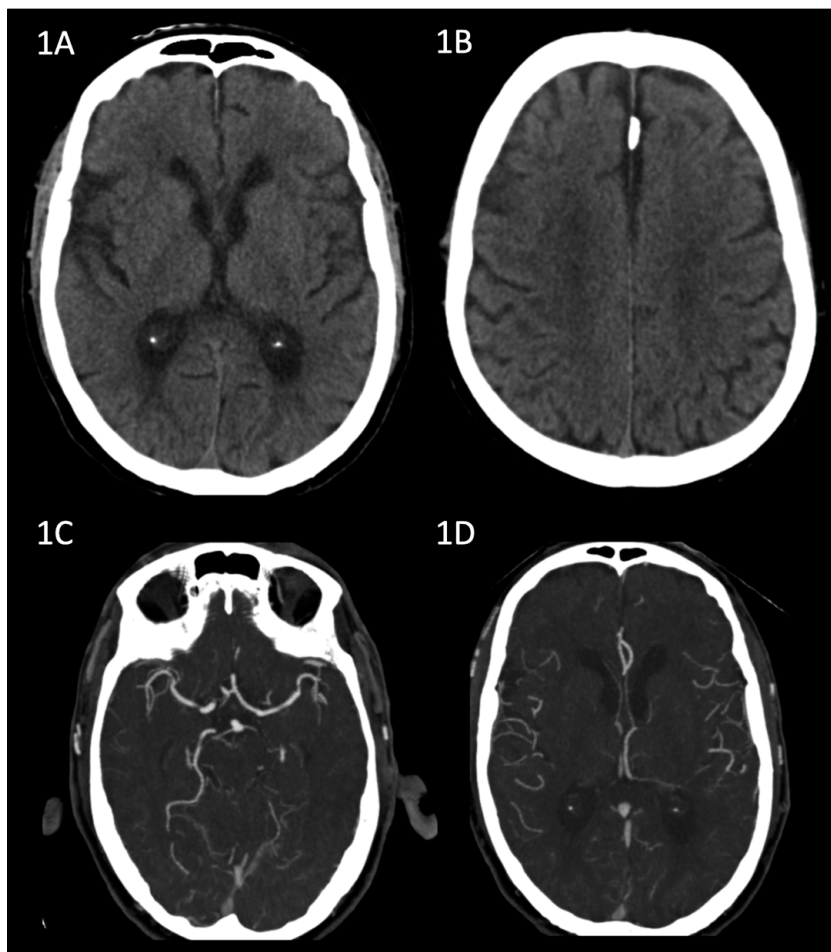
1A y 1B: CT de cerebro sin contraste, ASPECTS de 8 puntos. 1C y 1D muestran permeabilidad de vasos en CTA de cerebro.
